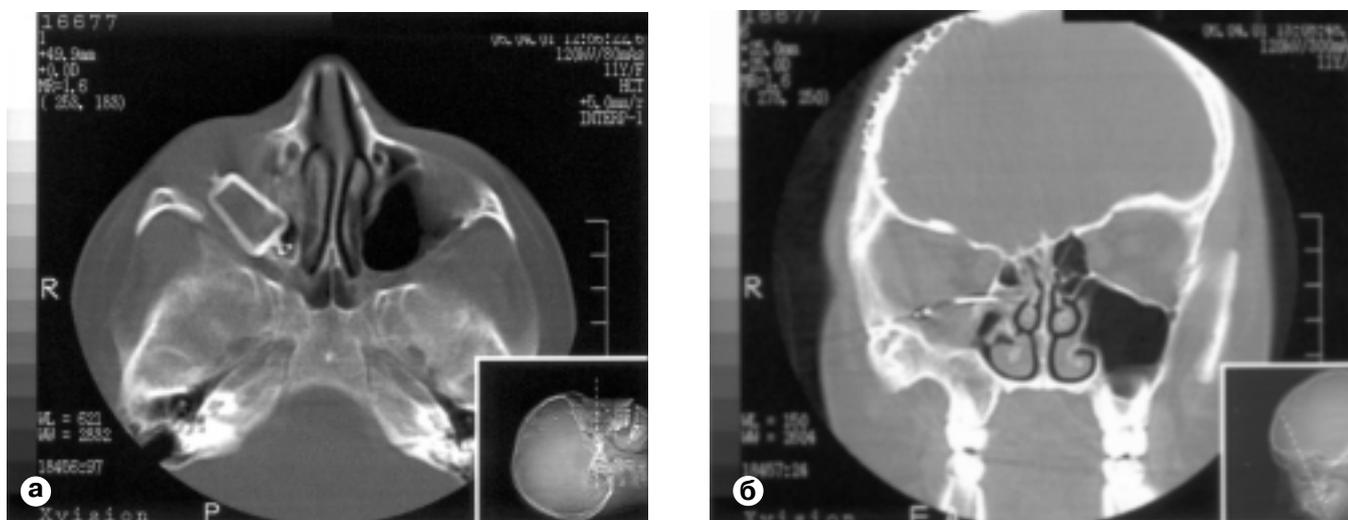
Томограммы (а, б) той же б-ой через 3 года после реконструктивных операций: титановые конструкции на дне глазницы и лобной кости сохраняют свое положение.
